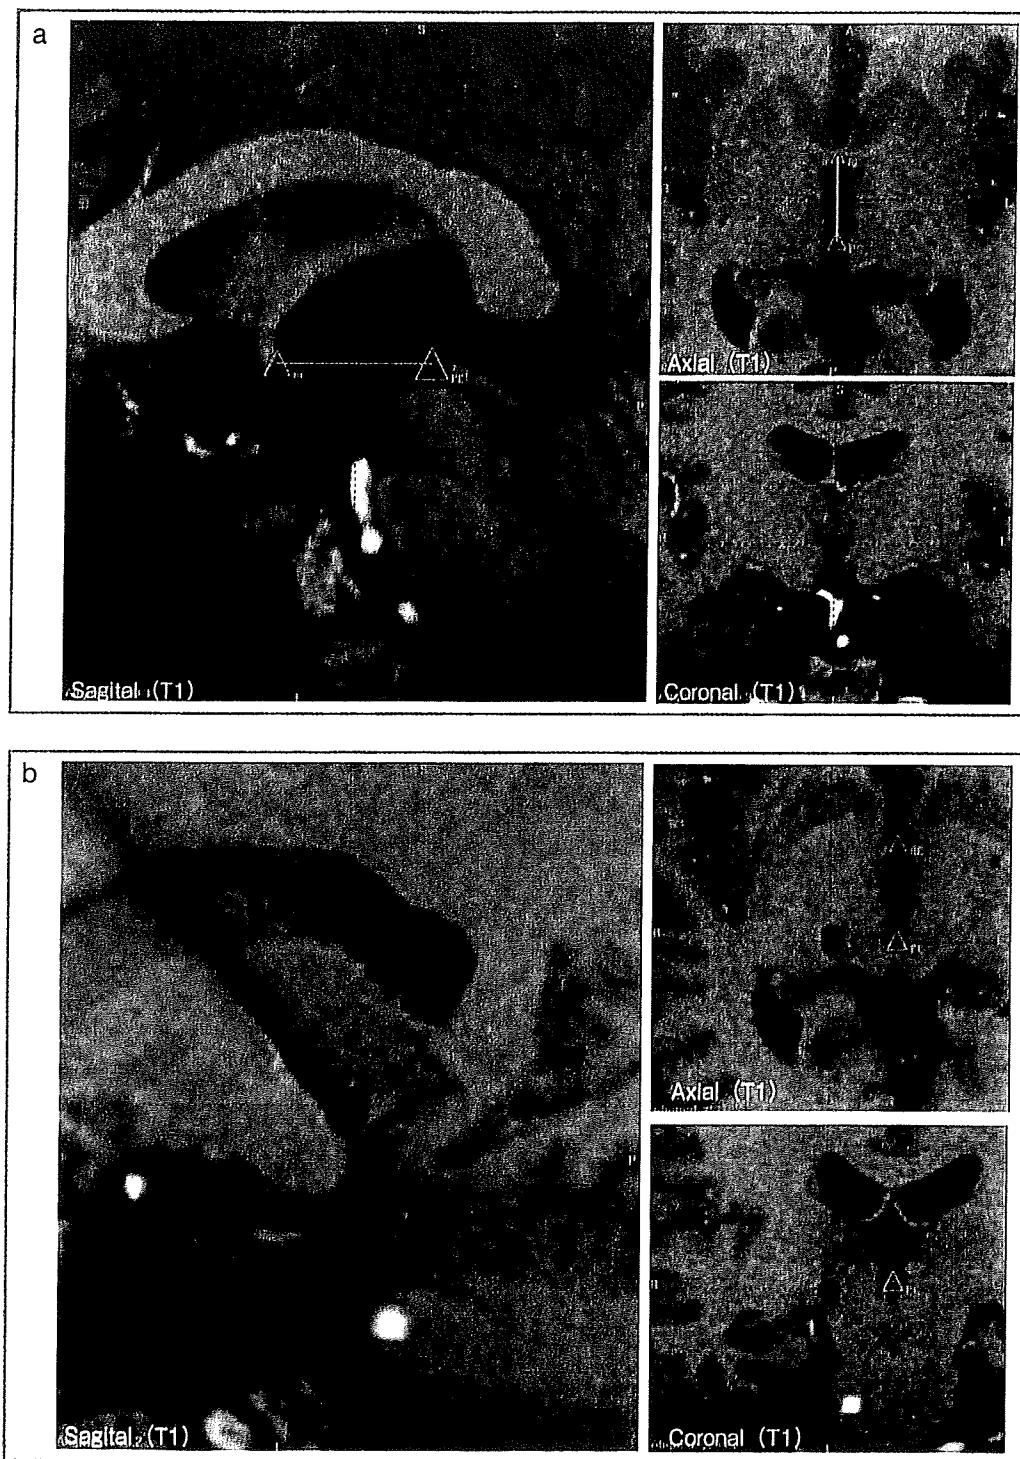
MRIを用いて AC-PC line を決定する方法
